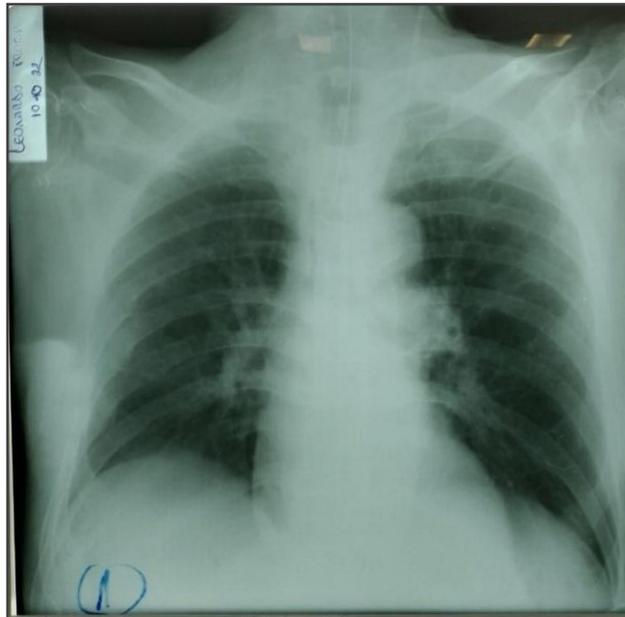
Radiografía de tórax postero anterior, donde no se observan particularidades.
